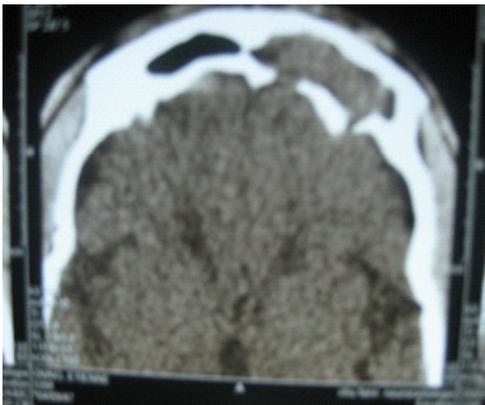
Coupe axiale TDM sinus de la face : masse isodense du sinus frontal gauche avec effraction de la table postérieure (Mucocèle frontale gauche)
